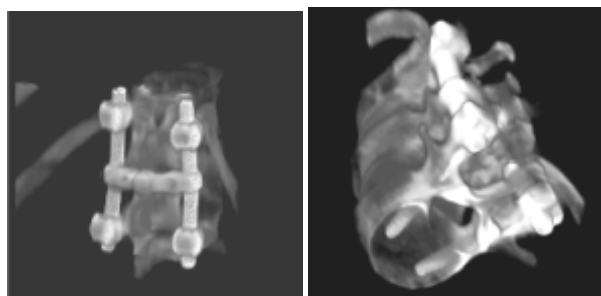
Транспедикулярная фиксация D₁₂ и L₂ позвонков (компрессионно-оскольчатый перелом L₁ позвонка) конструкцией системы Xia® с мультиаксиальным коннектором M.A.C.™ фирмы Stryker (СКТ-реконструкция).
